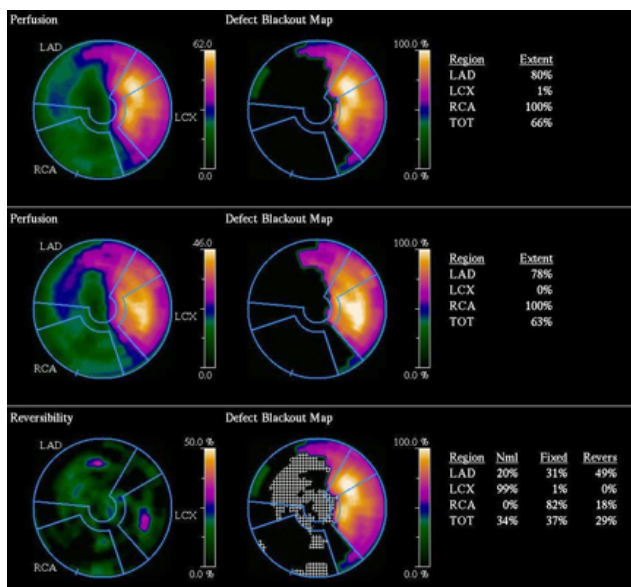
Перфузионно-метаболические процессы в миокарде у пациента Д., 46 лет, ПАЛЖ и диффузное поражение ПМЖА.
